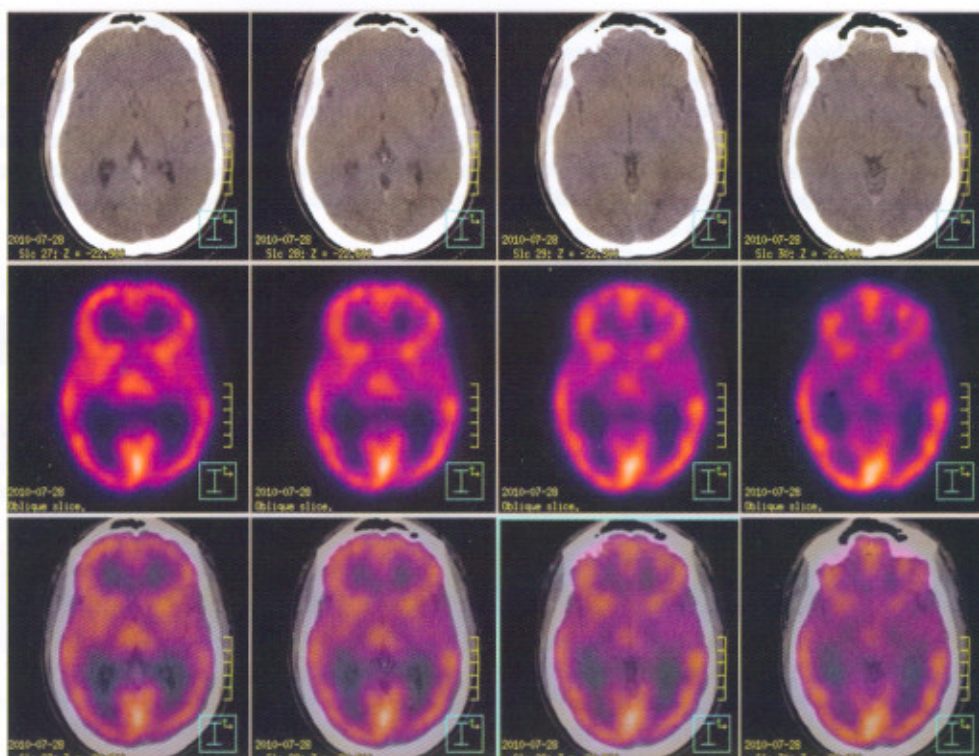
Imagen por SPECT-CT a nivel de los talamos que muestra importante disminución de la perfusión a nivel parieto-temporal bilateral
